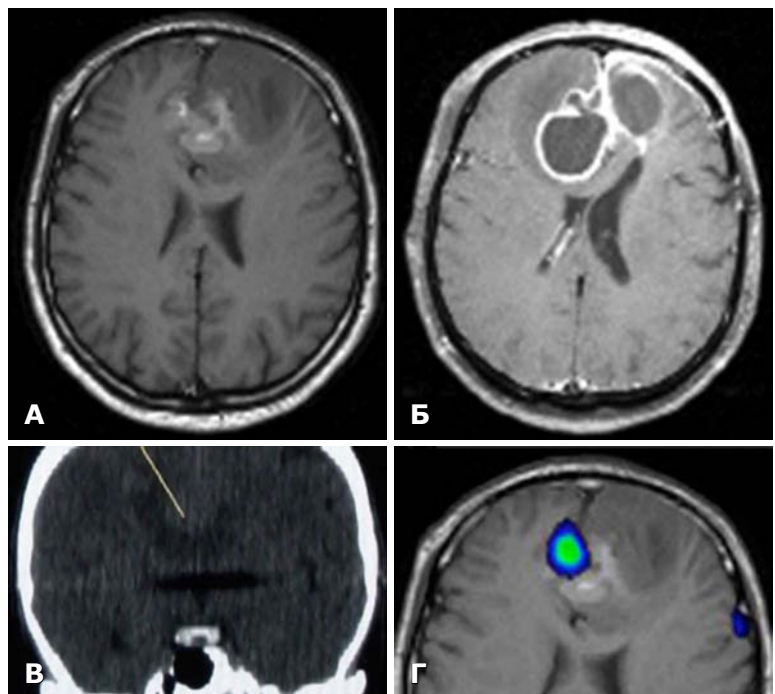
Хворий Л., 25 років. МРТ (А, Б), МСКТ (В) та ОФЕКТ (Г) головного мозку.
